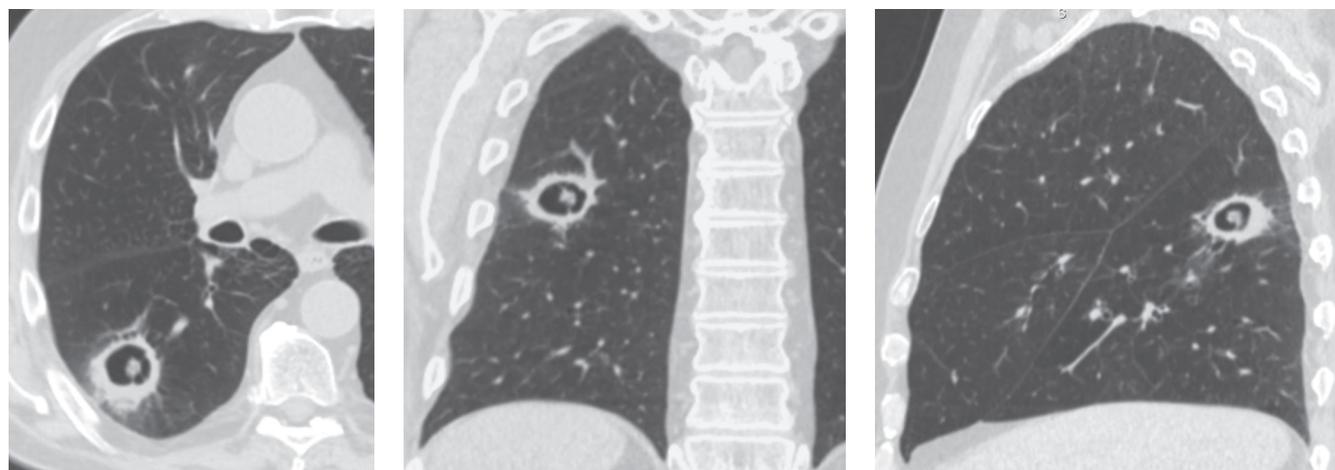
Компьютерная томограмма органов грудной клетки в аксиальной (а), коронарной (б), сагиттальной (в) проекциях: полость с толстыми стенками, содержащая мягкотканый компонент внутри (мицетома)
